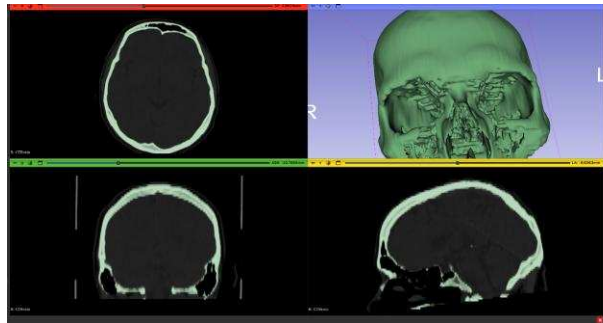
Segmentación de una tomografía real.
